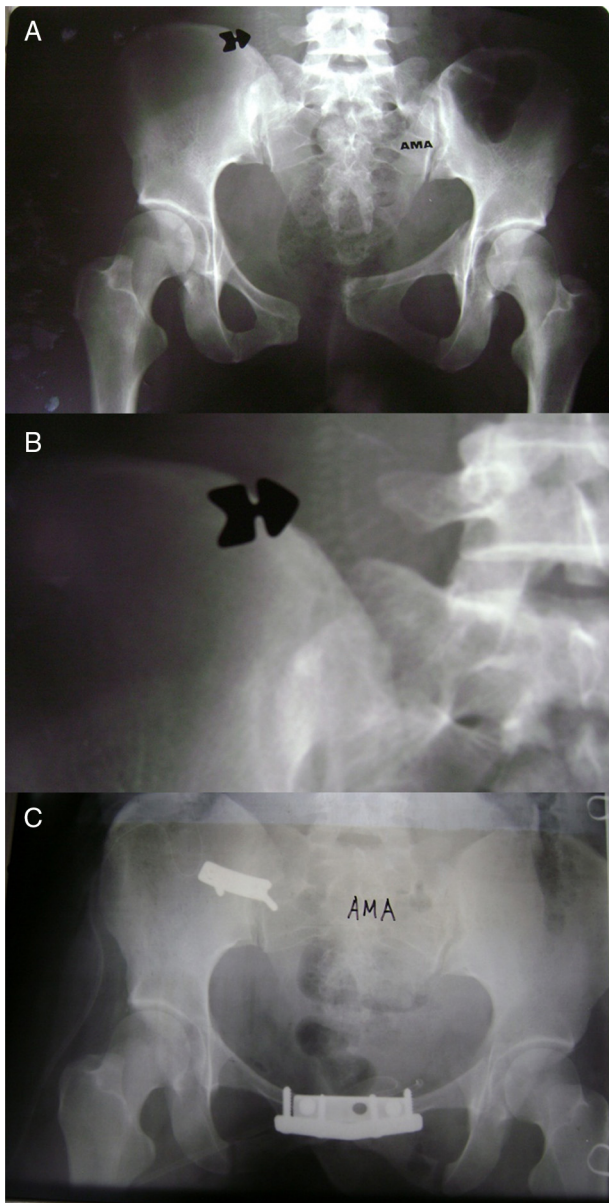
25 anos, vítima de atropelamento, 16 semanas de gravidez (morte fetal). (A) radiografia pélvica na incidência anteroposterior indica fratura de Malgaigne; (B) radiografia lombar mostra o feto; (C) radiografia pós-operatória: fratura de Malgaigne fixada com duas placas de sínfise púbica e uma placa sacroilíaca.
